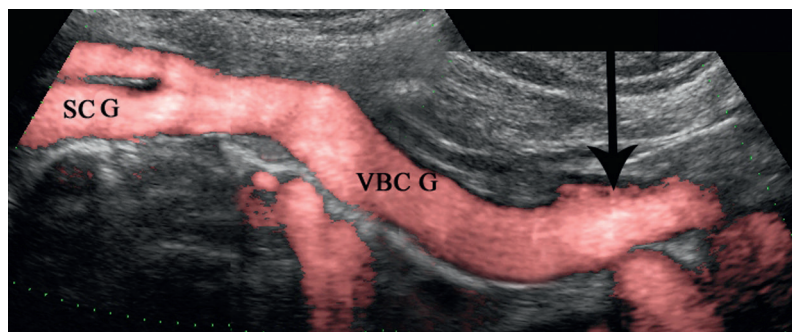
Montage échographique. Visualisation de la totalité de la VBC gauche. Flèche = terminaison de la VBC droite.
